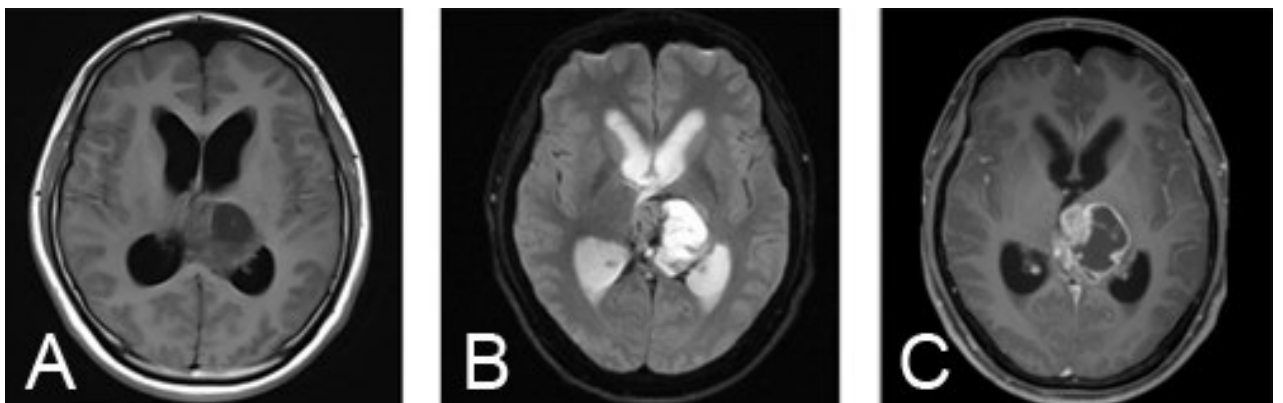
侧脑室H3K27M突变型弥漫中线胶质瘤MRI表现
